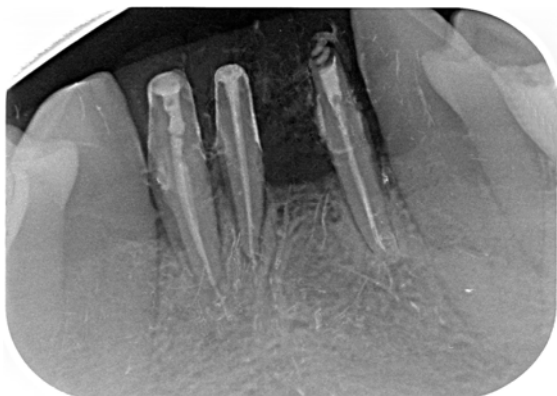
Рентгенограма 31, 32, 42-го зубів через рік та 6 місяців після лікування. Діагноз: хронічний гранулематозний періодонтит 31, 32, 42-го зубів. Значне зменшення розмірів уражень періапикальних тканин та виведеного за межі верхівки пломбувального матеріалу
